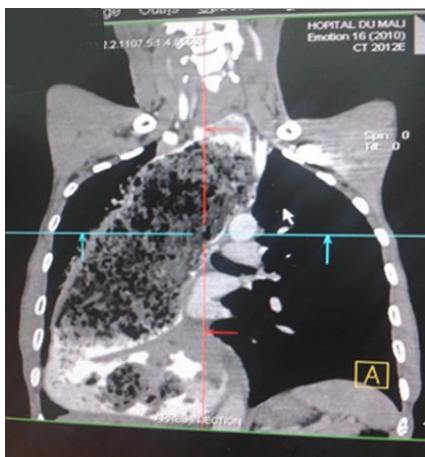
TDM thoracique avec un mégacoeophage très dilaté contenant des débris alimentaires
